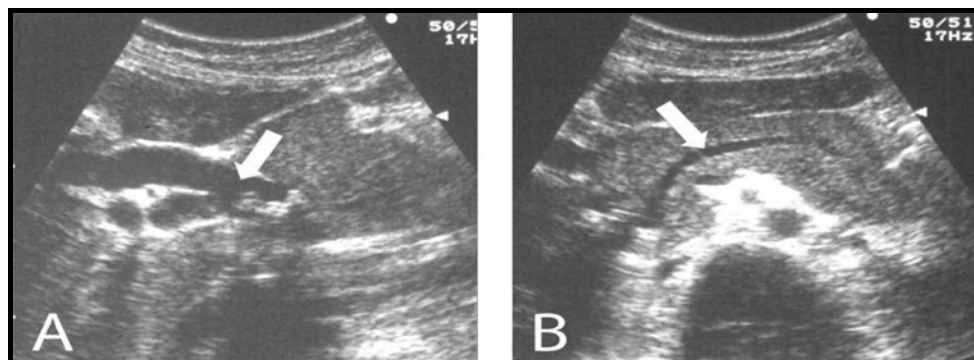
Images d'échographie abdominale.
